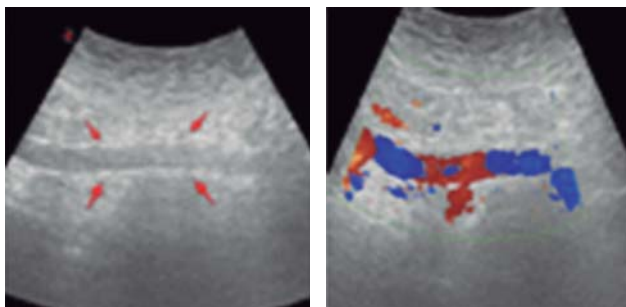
Eco-Doppler de control a los tres meses: stent iliaco permeable.
